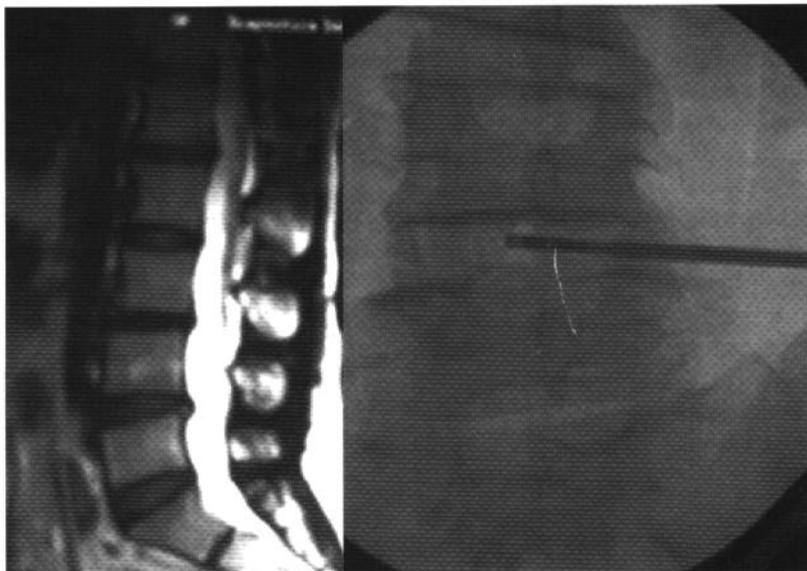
Piccola protrusione del disco L4-L5 trattata con coablazione e discectomia (DiscFix): RMN a sx, con la scopia si controlla la corretta posizione del catetere (a dx).
